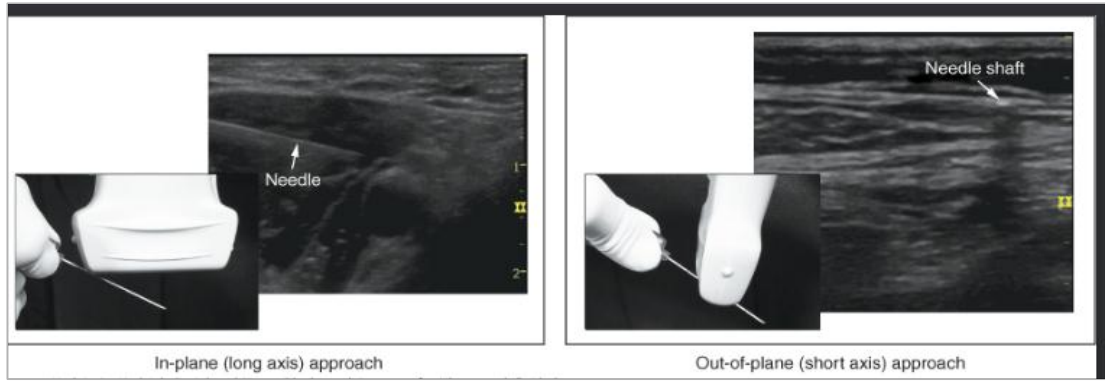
Ultrasonografi ve Ultrasonografi probu
